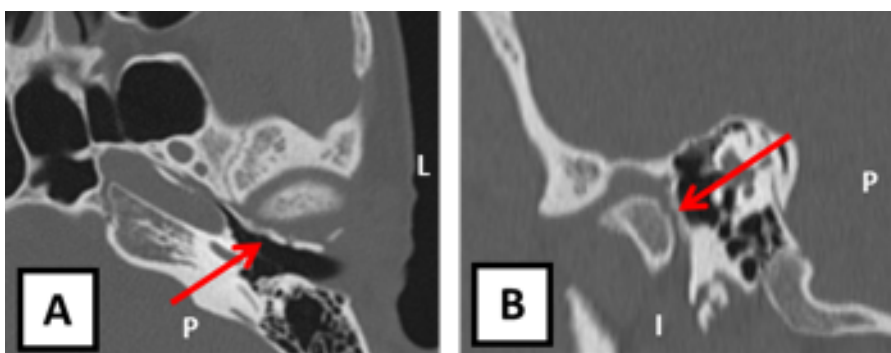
TDM postopératoire (M+3) du CAE mettant en évidence la fermeture du foramen tympanique par greffe osseuse de crête iliaque.
